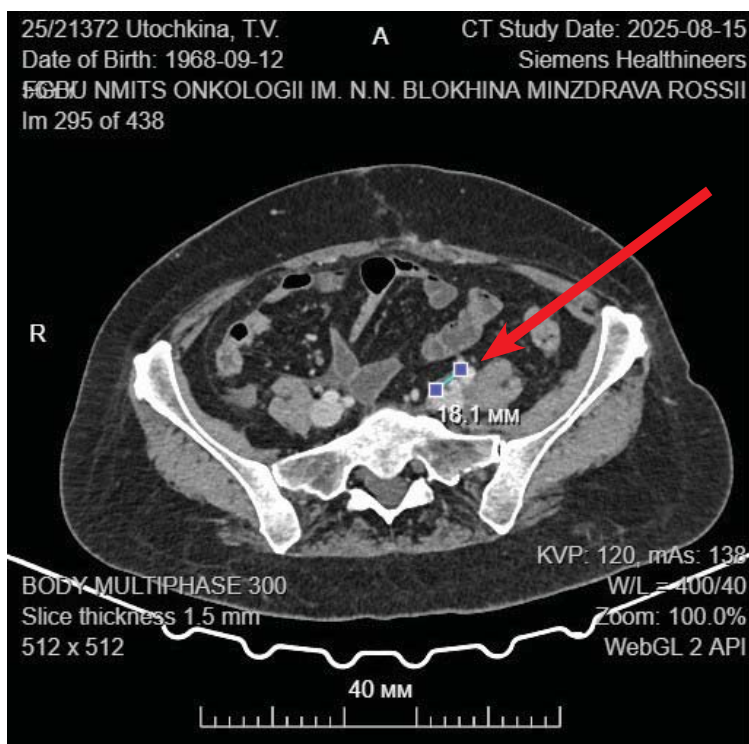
КТ органов брюшной полости и малого таза с внутривенным контрастированием. Метастатически измененные лимфатические узлы в подвздошной области слева
